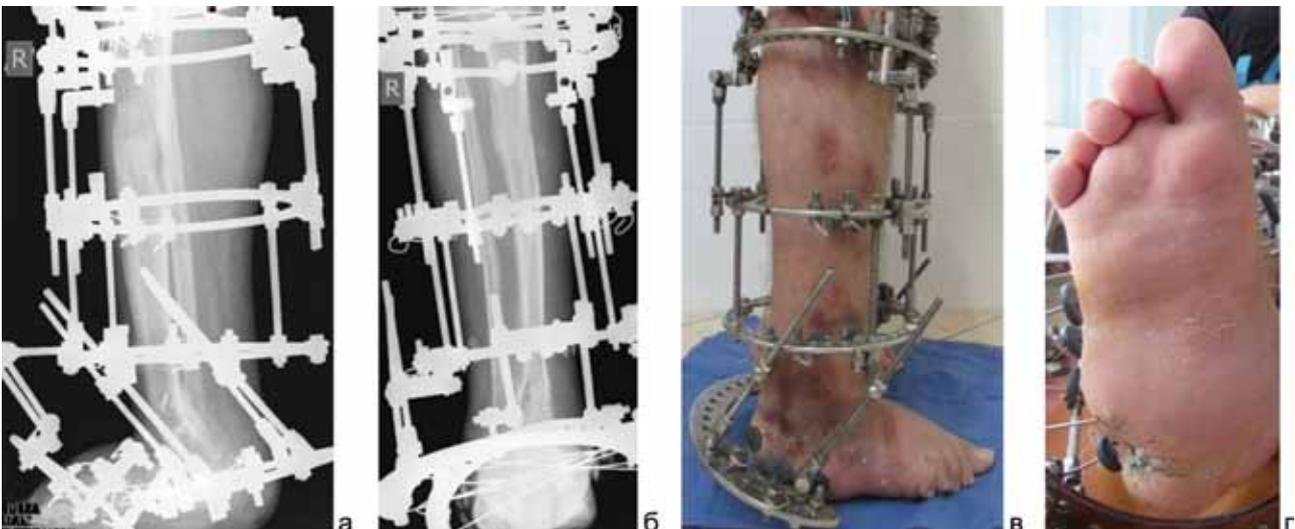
Рентгенограммы и фото правой нижней конечности больного Г., 29 лет, на втором этапе лечения: а – боковая проекция; б – прямая подошвенная проекция; в – вид сбоку; г – вид с подошвенной стороны
